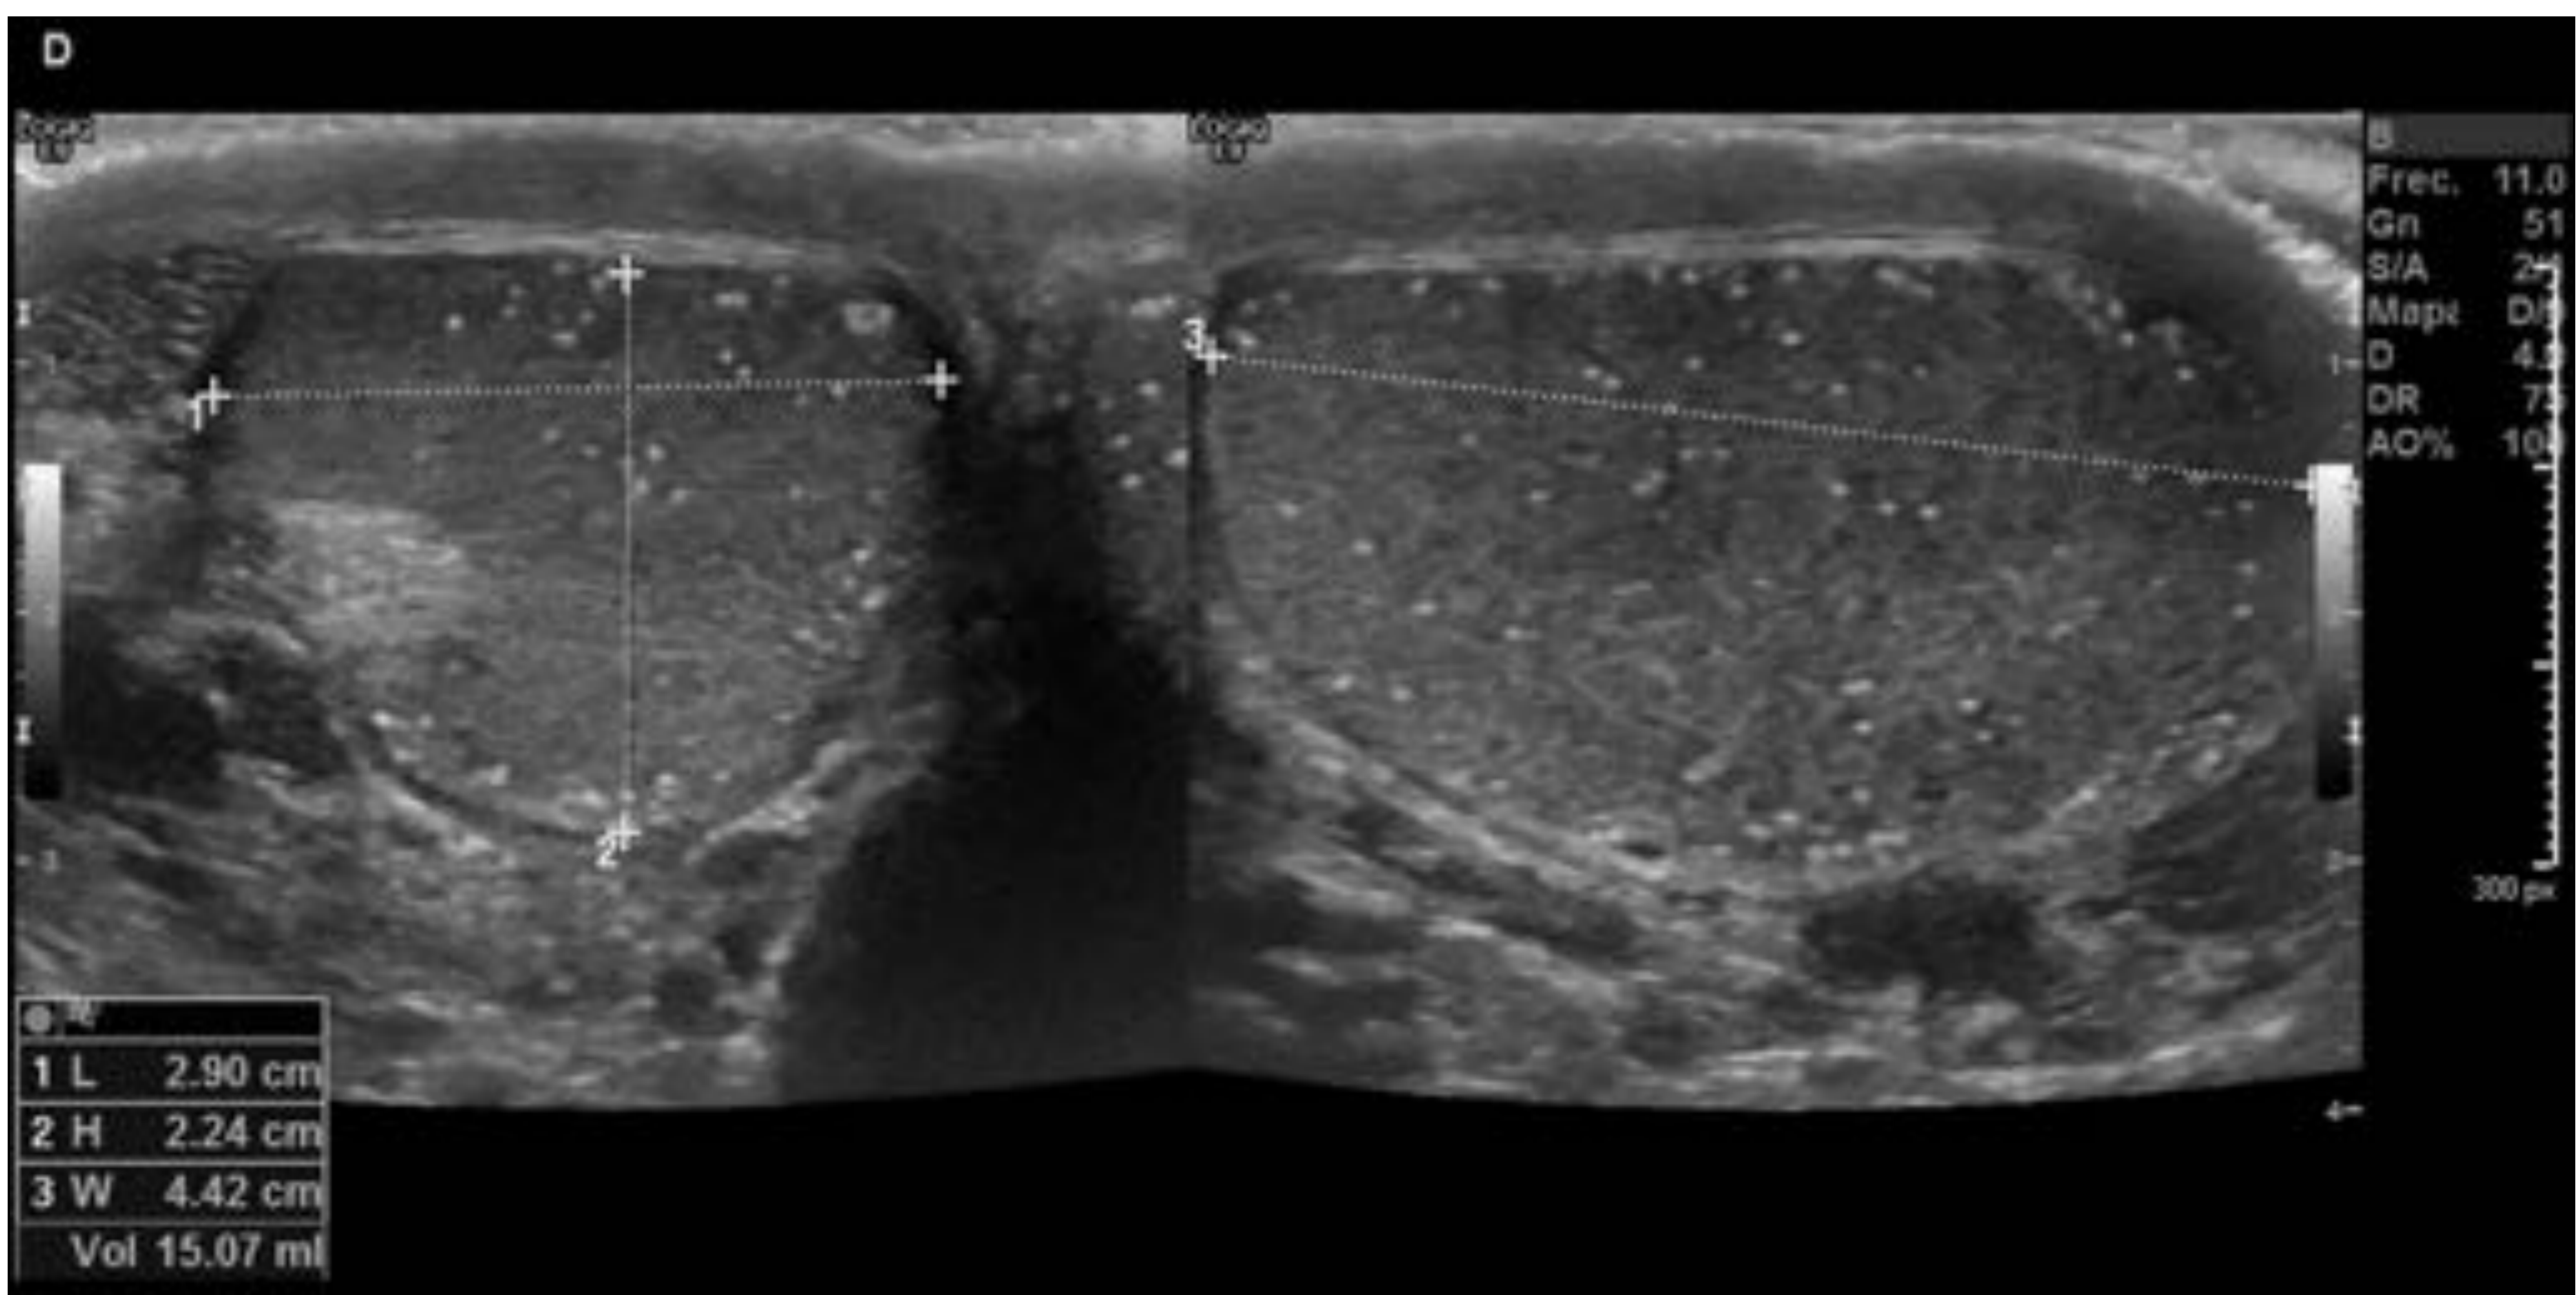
Ecografía testicular bilateral. Microlitiasis
